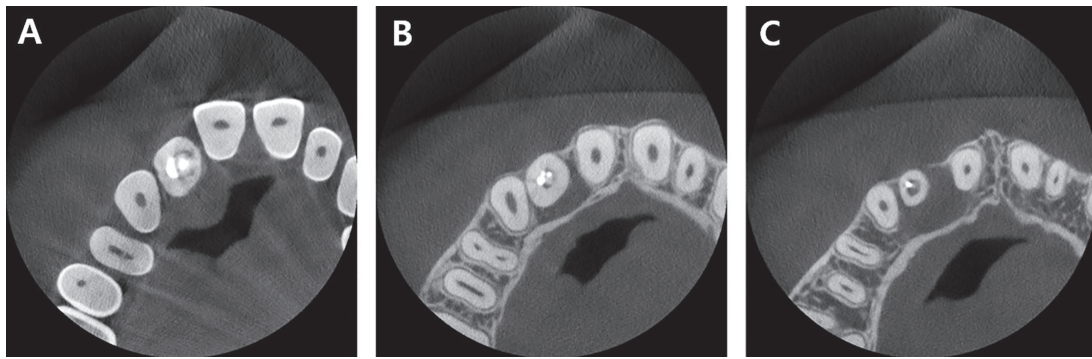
Cone-beam Computed Tomography (CBCT) images (Case B). (A) Coronal, (B) Middle, (C) Apical.
